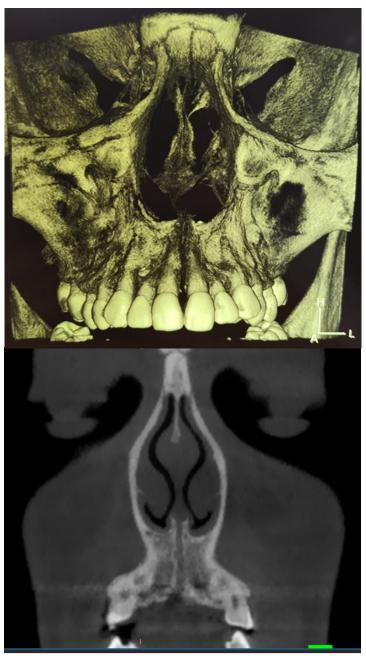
Separación de la sutura media palatina observada en TAC.
